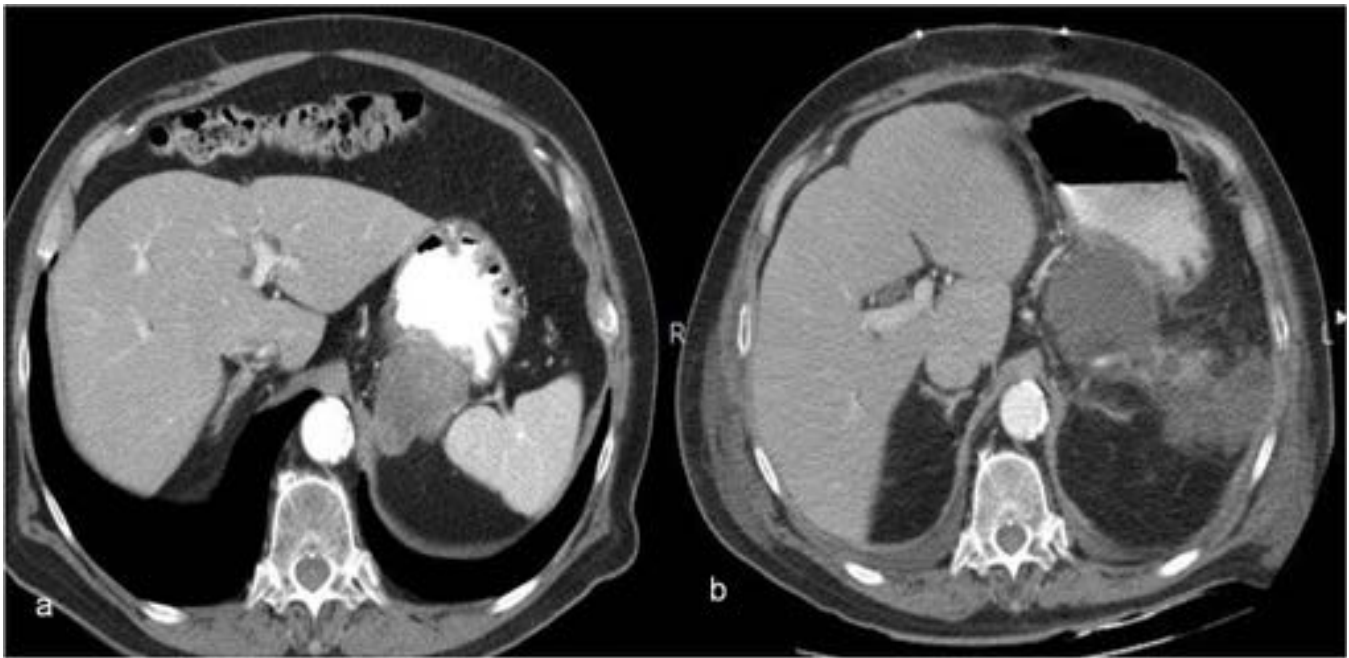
GIST Gástrico. Lesión lobulada , densa adyacente al fundus gástrico , diagnosticado en un TC para despistaje de quiste complejo renal. Tratamiento de elección quirúrgico. Se realiza exéresis de la tumoración y esplenectomía. Durante la intervención el Tumor se rompe. Además aparecen complicaciones postquirúrgicas, colecciones en el lecho tumoral y pancreatitis de la cola de páncreas.
